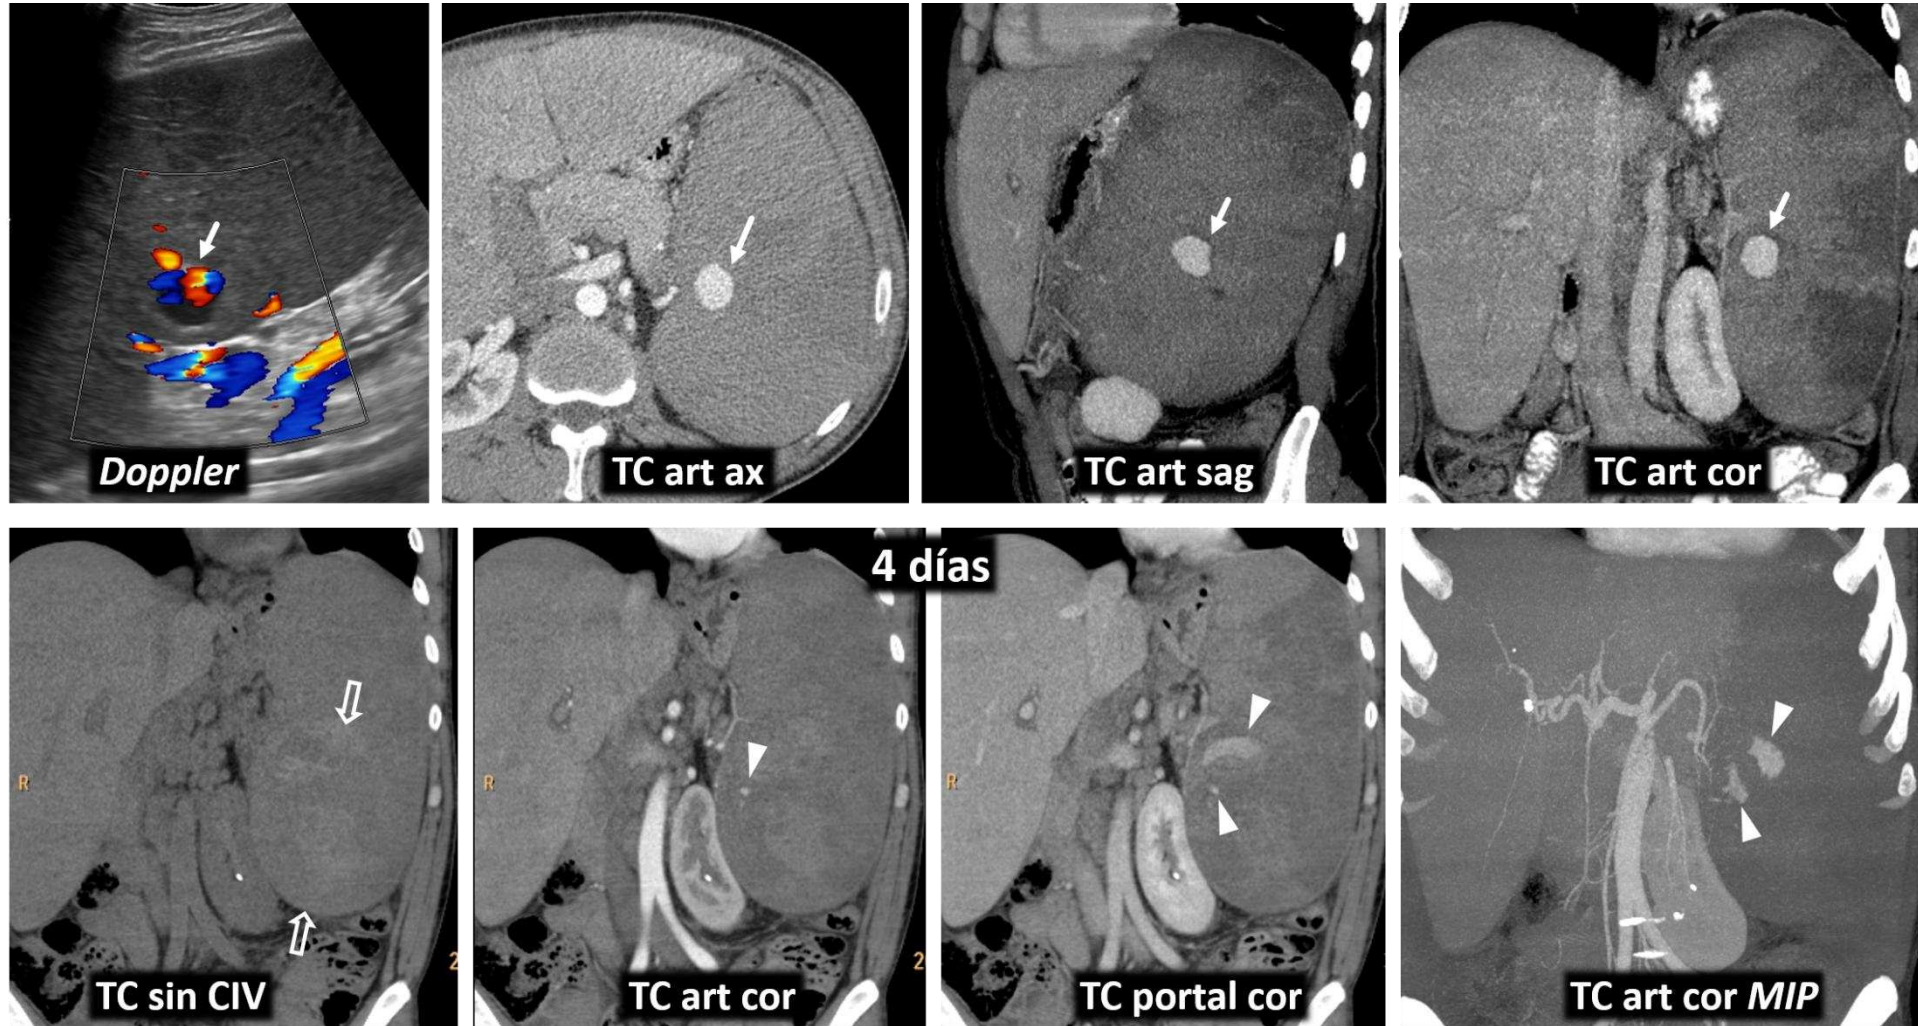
Pseudoaneurisma de arteria esplénica intraesplénico por linfoma no Hodgkin con rotura espontánea. Varón de 32 años con linfoma esplénico. La ecografía y la TC muestran esplenomegalia heterogénea, con múltiples focos miliars hipocogénicos que se demostró que correspondían a infiltración por linfoma, y un pseudoaneurisma arterial intraesplénico de límites netos (flechas) con flujo arterial arremolinado en *Doppler*. También había pequeñas adenopatías retroperitoneales (no mostrado). Cuatro días después experimenta dolor súbito e intenso en hipocondrio izquierdo. La TC demuestra la rotura del pseudoaneurisma, con hematoma intraesplénico agudo en el estudio sin contraste (flechas huecas), pérdida de su delimitación y extravasación en focos irregulares (cabezas de flecha) que se distribuyen progresivamente por el interior del bazo. También había moderado hemoperitoneo en recesos pélvicos (no mostrado). Requirió esplenectomía urgente.
